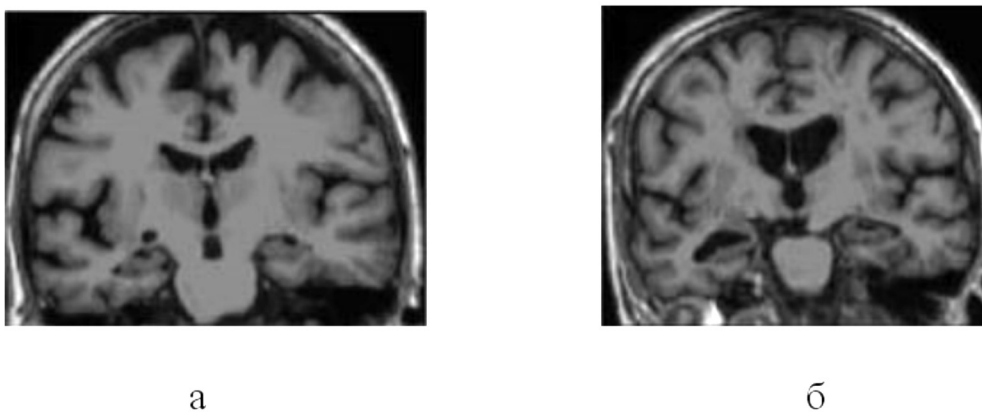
Магнитно-резонансные томограммы (корональная плоскость, T1-взвешенные изображения) у пациентов с умеренным когнитивным дефицитом (а) и при болезни Альцгеймера (б). Определяется увеличение размеров желудочковой системы и расширения субарахноидальных пространств, атрофия медиобазальных отделов височных долей (проекция гиппокампов).
